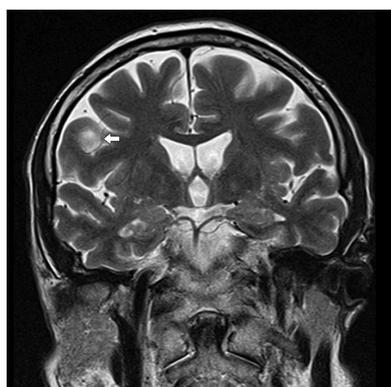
МРТ головного мозга (март 2019 г.). Участок глиоза неправильной формы, размерами 13×7×6 мм в левой теменной доле кортикально-субкортикально (более вероятно, постинсультного характера) (указано стрелкой)
